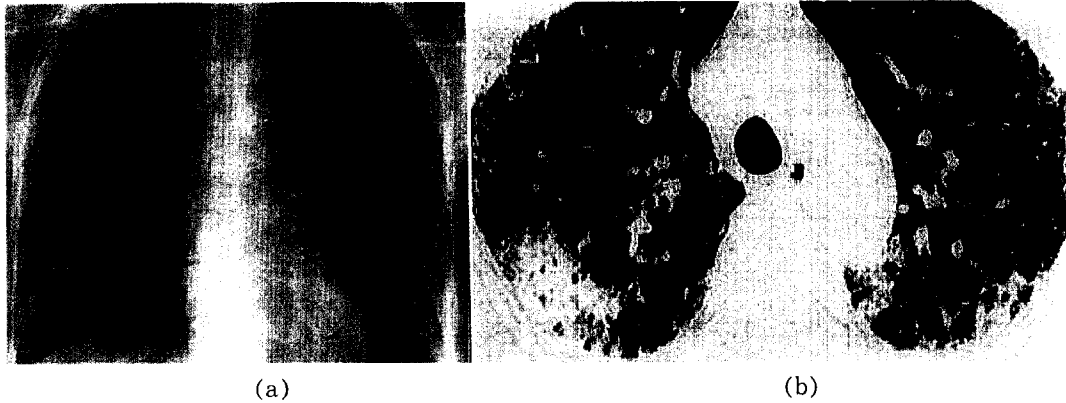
Radiologic findings in DM/PM with lung involvement. (a) simple chest X-ray showed reticular opacity in peripheral portion of BLRF (b) HRCT showed patchy consolidation and ground glass opacity(GGO) with septal line thickening mainly in subpleural area.
